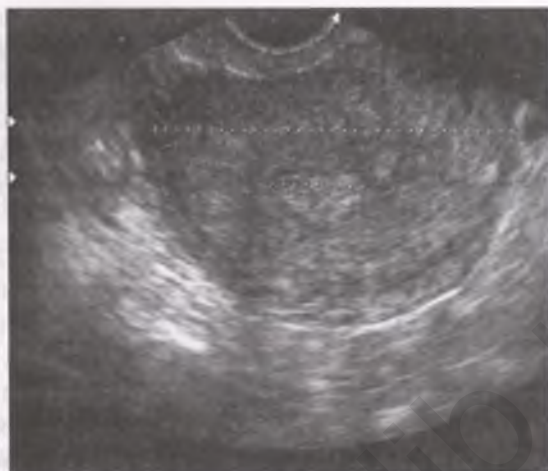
Трансвагинальное УЗИ. Матка. Полип эндометрия
